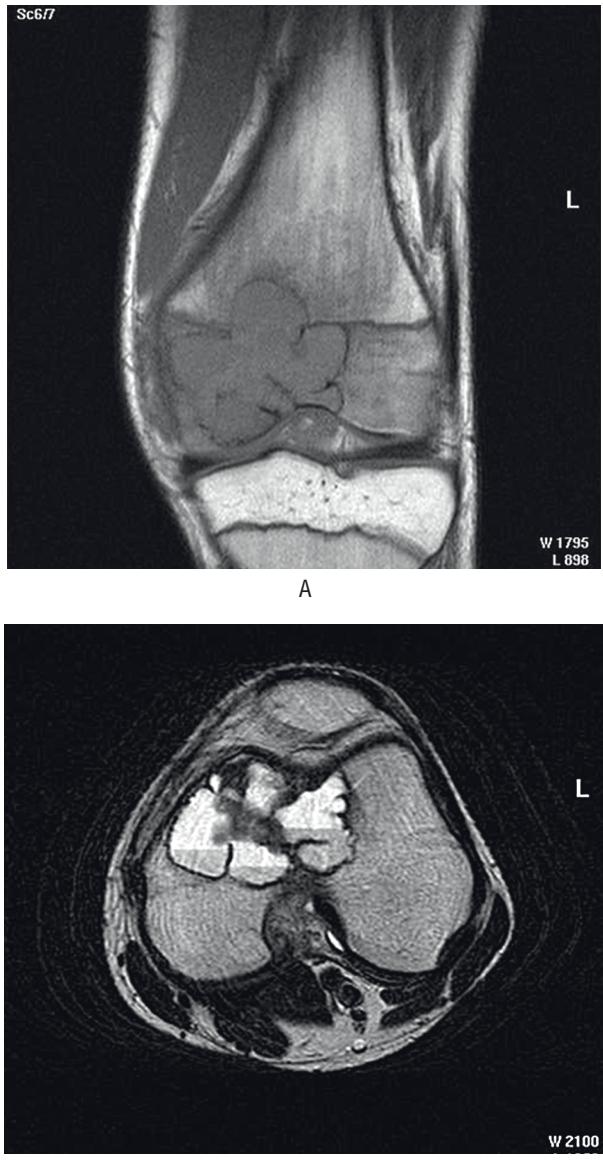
Магнитно-резонансная томография левого коленного сустава. Телеангиэктомическая остеосаркома дистального метаэпифиза левой бедренной кости. Диструкция дистального метаэпифиза бедренной кости с разрушением зоны роста (А). На Т2 ВИ выявляются кистозные очаги с уровнями жидкости (Б)
